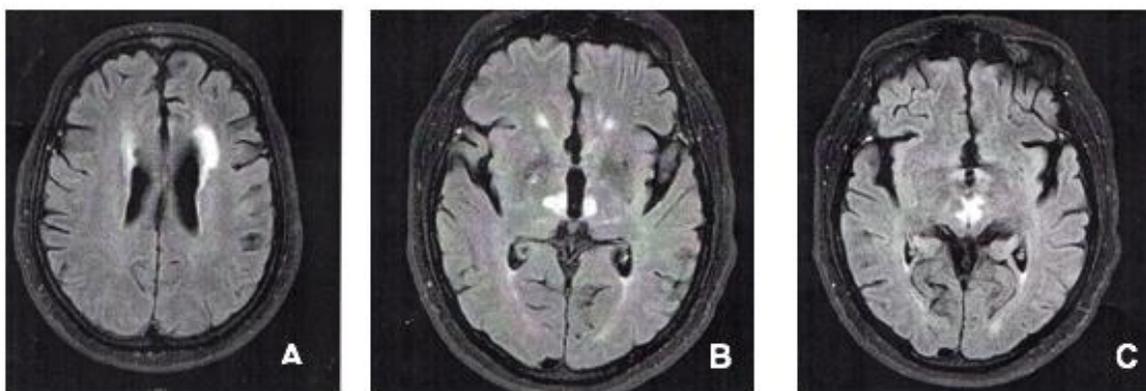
Se observan imágenes de Resonancia magnética, corte axial en secuencia Flair. Se observan diferentes hiperdensidades; en A a nivel de la asta frontal izquierda, en probable relación a infarto lacunar antiguo; en B a nivel talámico medial bilateral; y en C a nivel mesencefálico central. Fuente: Servicio de Neurología, Hospital San Juan de Dios.
